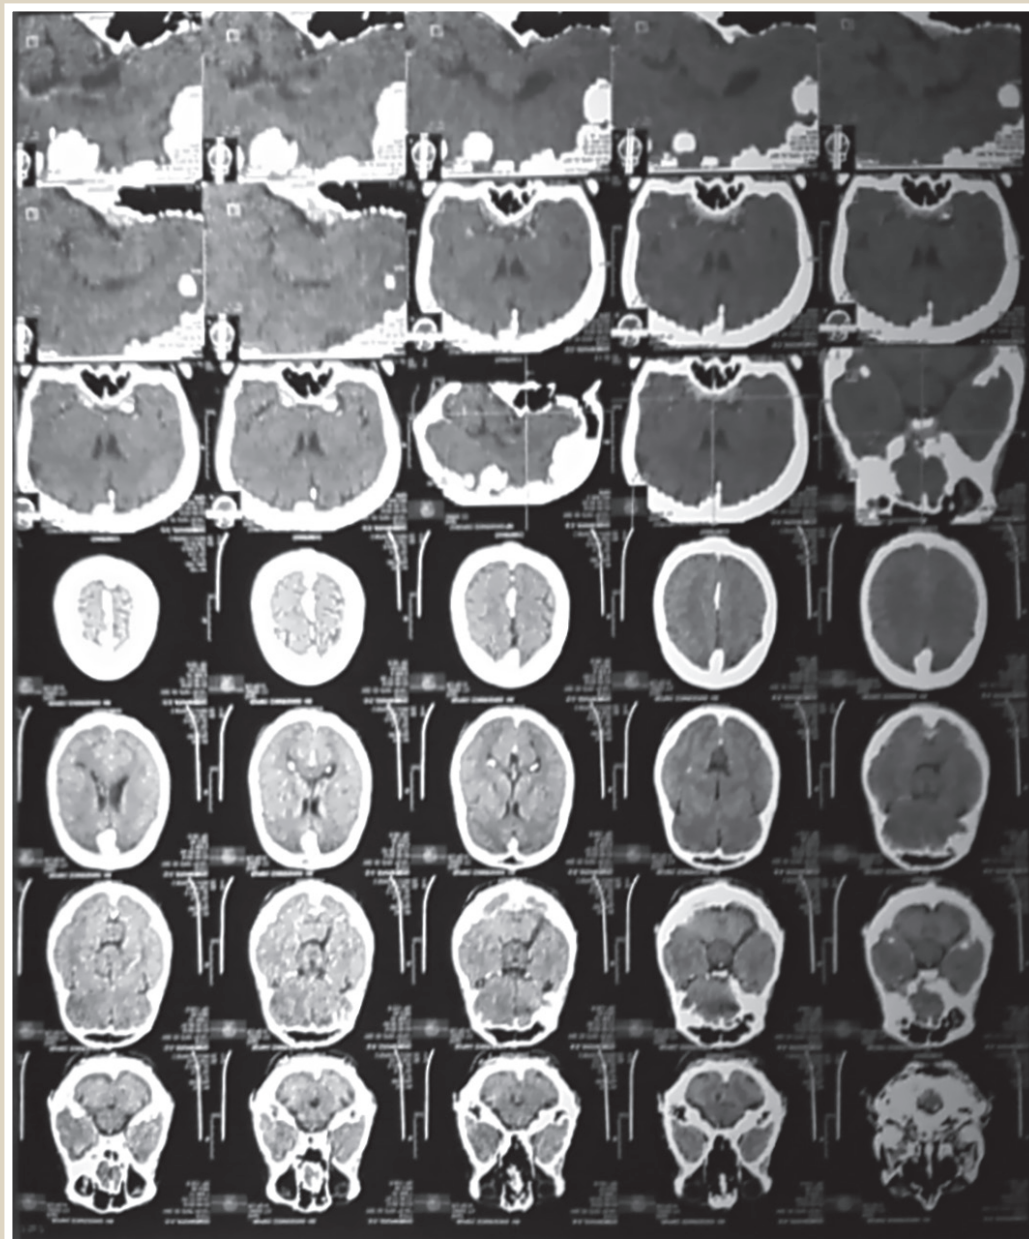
КТ-дослідження головного мозку з контрастуванням.
